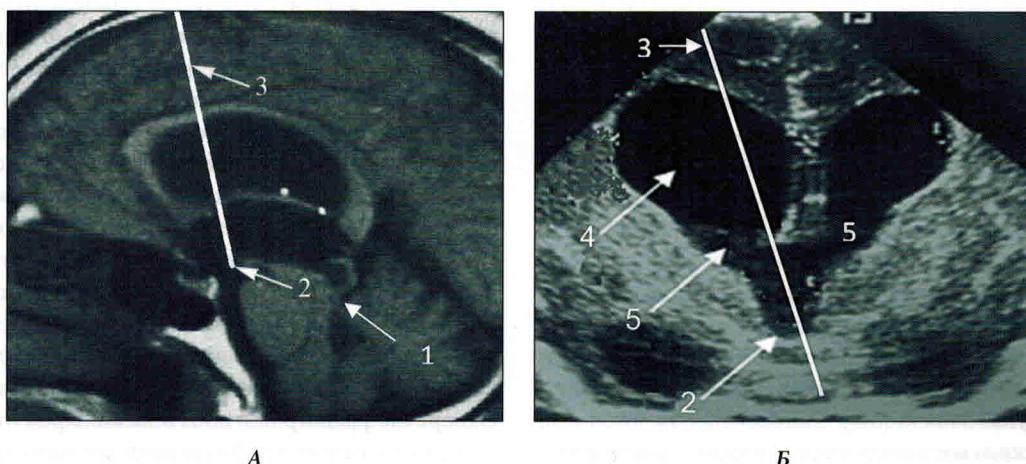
Мальчик, 18 дней. Стеноз каудальных отделов водопровода среднего мозга. Предоперационная навигация с выбором оптимальной траектории введения эндоскопа. А – предоперационная МРТ, срединно-сагиттальная плоскость сканирования. Б – предоперационная УС (плоскость сканирования F₃). Белой линией обозначена планируемая траектория введения эндоскопа. 1 – область стеноза водопровода мозга; 2 – дно третьего желудочка; 3 – расчётная траектория эндоскопа; 4 – передний рог правого бокового желудочка; 5 – межжелудочковое отверстие. Объяснение в тексте.
